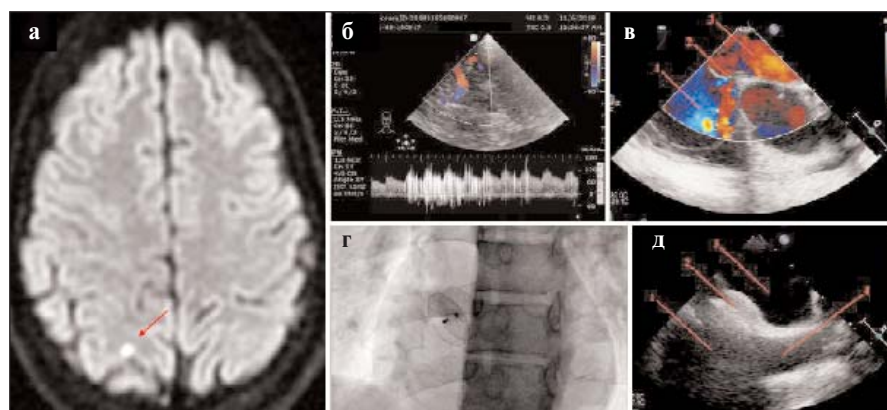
Результаты обследования пациентки Н., 35 лет: а — МРТ головного мозга в режиме диффузионно-взвешенного изображения. Милиарный кортикальный инфаркт в правой теменной доле; б — ТКДГ-ПП, 4-я степень выраженности ПЛШ; в — ЧП-ЭхоКГ до вмешательства, аортальная проекция. Правое предсердие (1), ООО с аневризмой МПП (2), левое предсердие (3); г — ангиография после установления окклюдера, левая боковая проекция; д — ЧП-ЭхоКГ после вмешательства. Правое предсердие (1), окклюдер в МПП (2), левое предсердие (3), верхняя полая вена (4)
